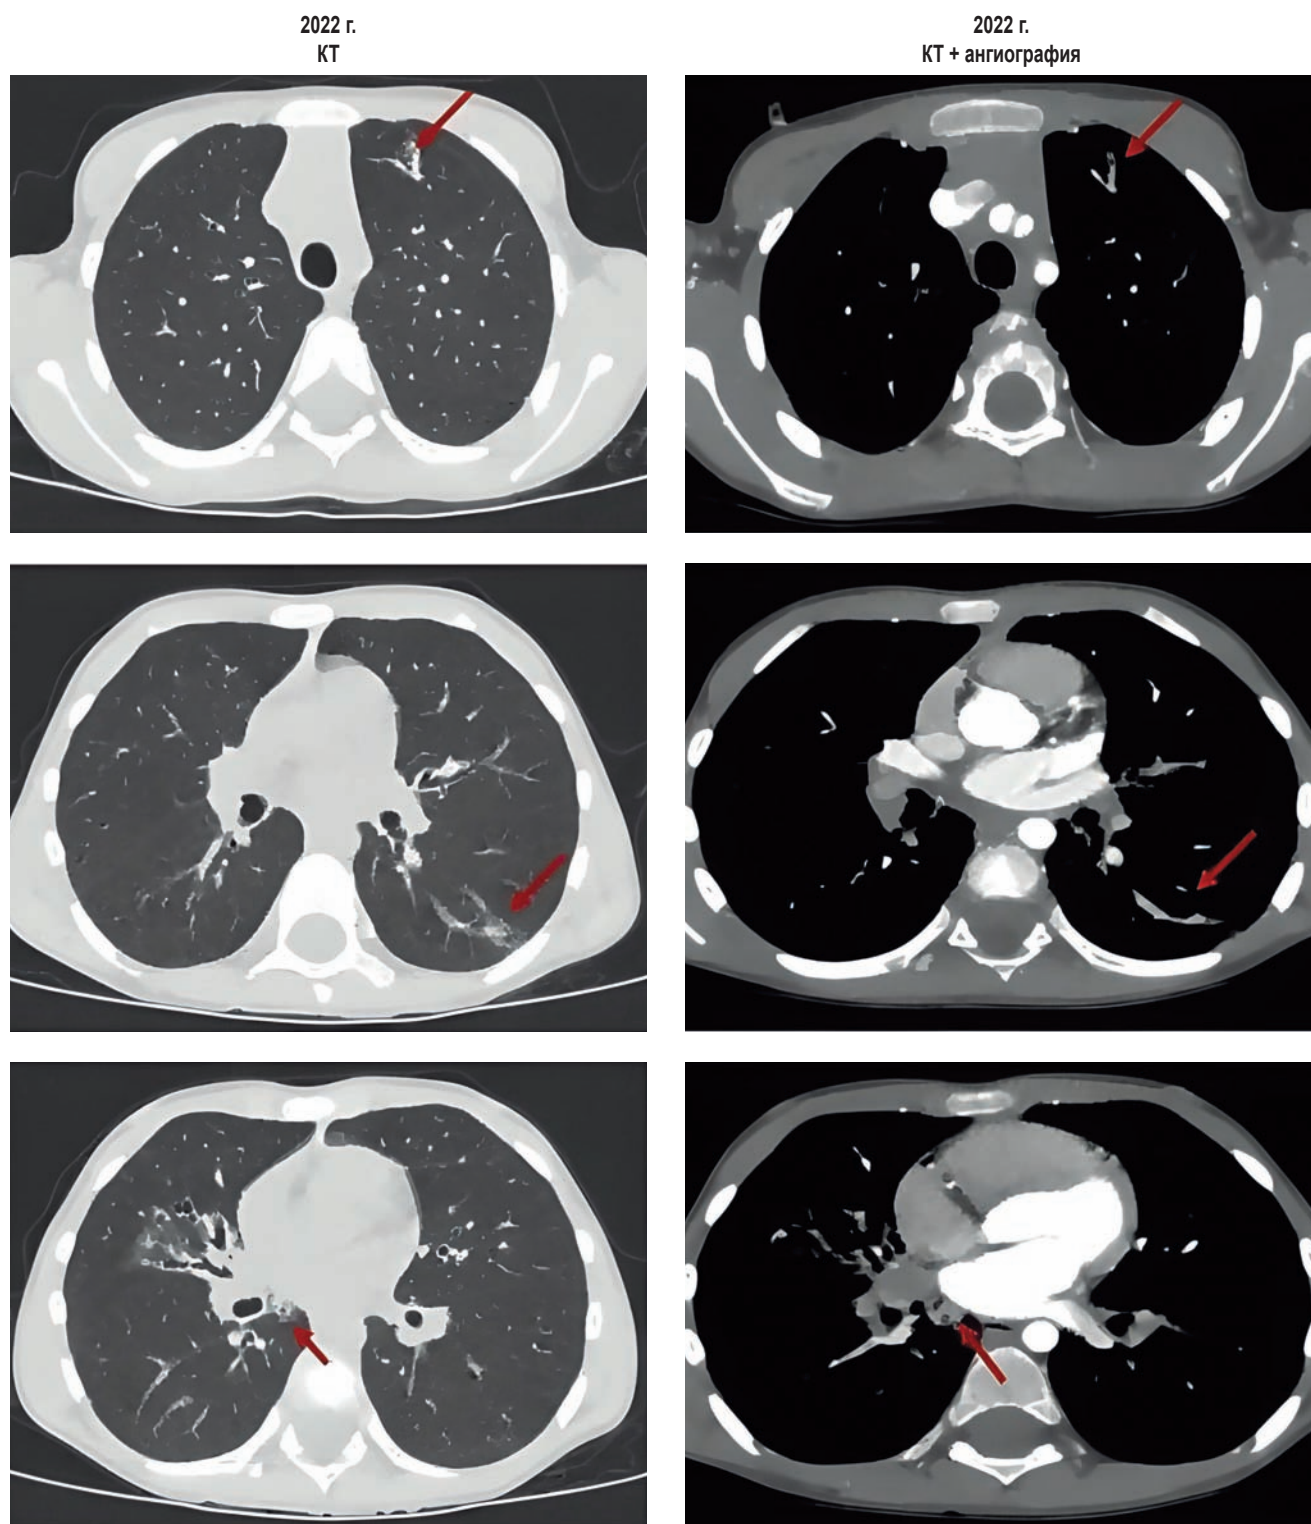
Компьютерная томограмма с контрастированием сосудов пациентки Я. 6 лет
